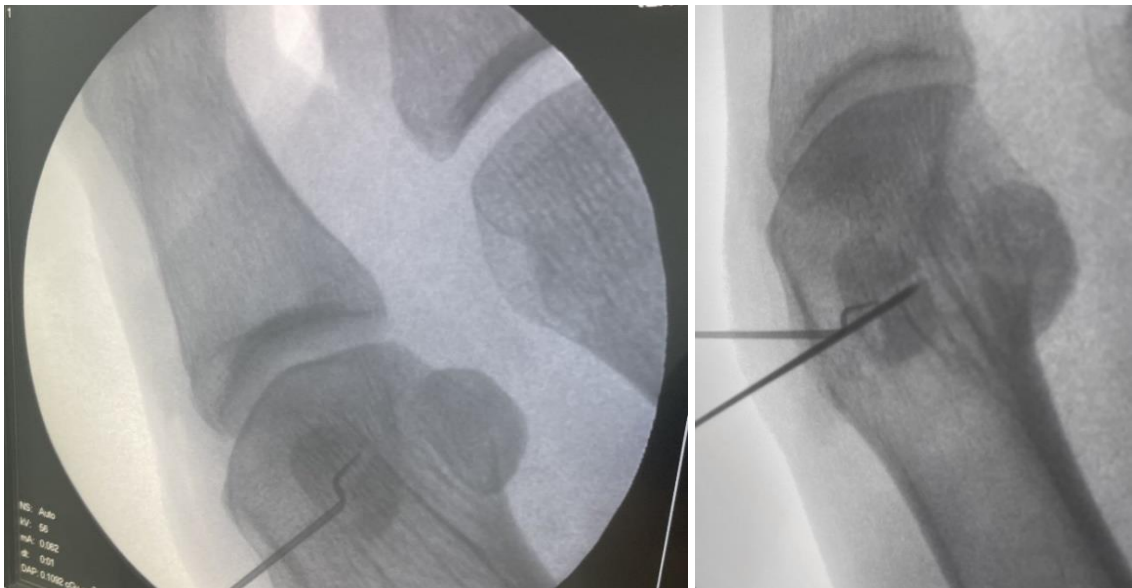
Рентгенограммы стоп пациента Л.: во время операции
